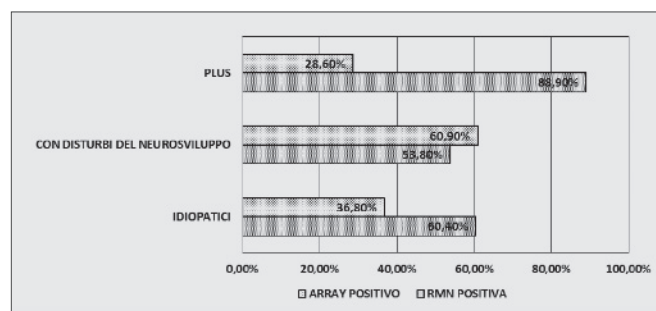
Positività a RMN e ARRAY-CGH nel campione.
